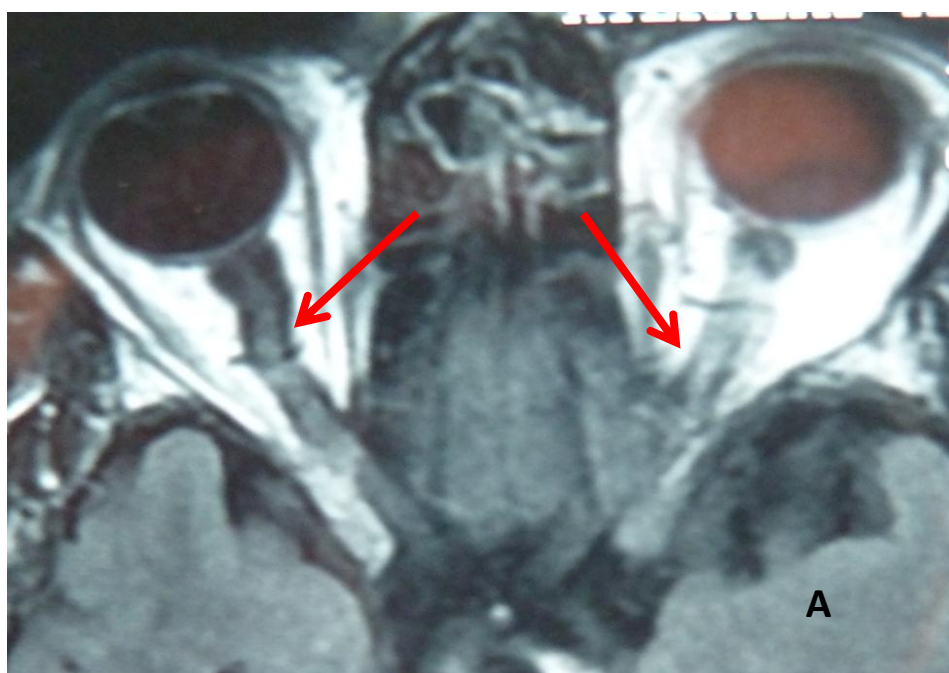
IRM orbito-cérébrale montrant d'une dilatation des gaines péri-optiques bilatérales (A) + selle turcique vide (B). (Service d'ophtalmologie, Hôpital Militaire Moulay Ismail)
